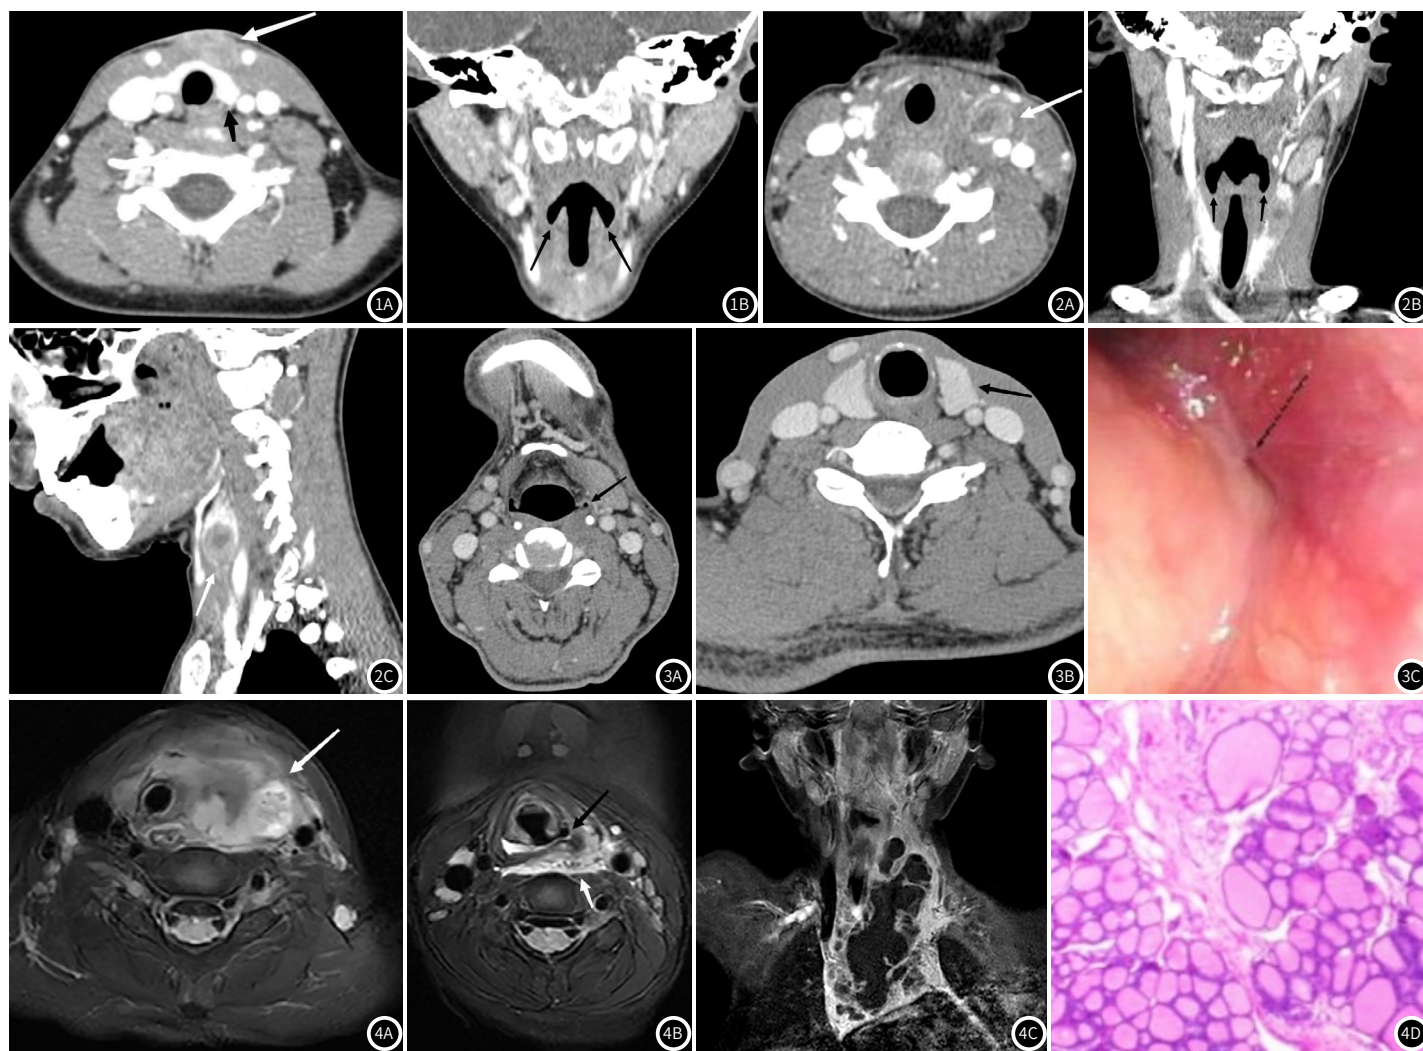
图1B 女, 4岁, 反复颈前肿痛1月余, 误诊为甲状舌管囊肿伴感染, 为颈部蜂窝织炎型。图1A. CT增强轴位示颈前正中区(甲状软骨水平以下)不规则团片状明显强化灶(白箭), 甲状腺未见受累(黑箭); 1B. CT增强冠状位示双侧梨状窝对称(黑箭), 未见变浅或消失。
